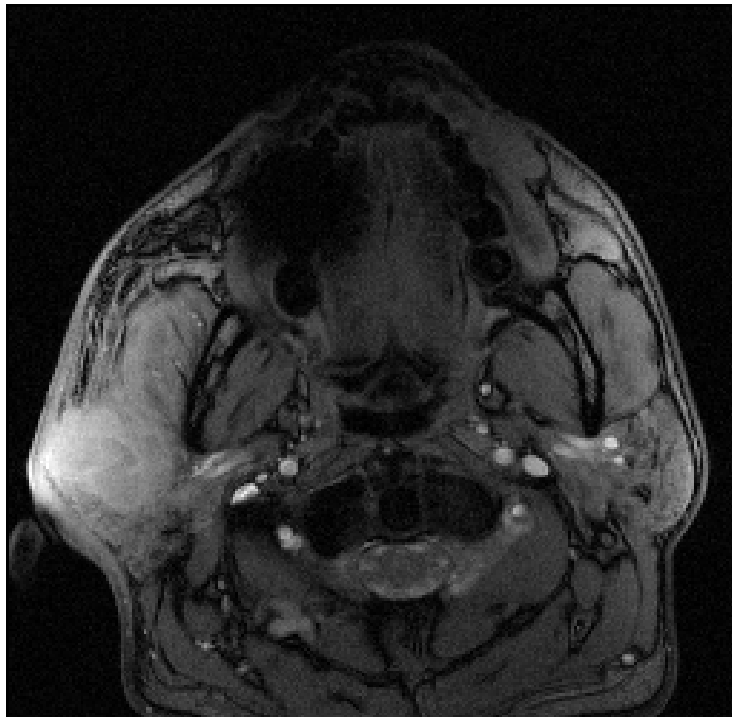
Parotitis der linken Gl. Parotidea bei einem männlichen Patienten im MRT (T1-gewichtet opposed-phase)
